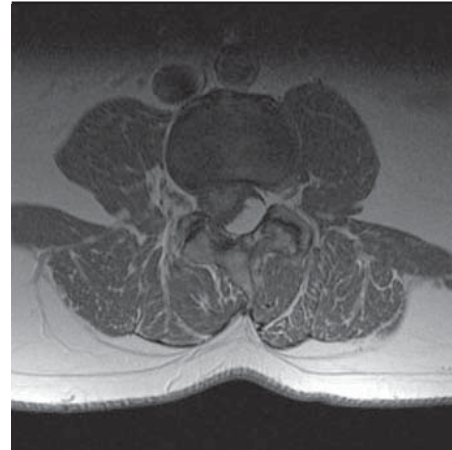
MRI LSp T1 vážený sken
